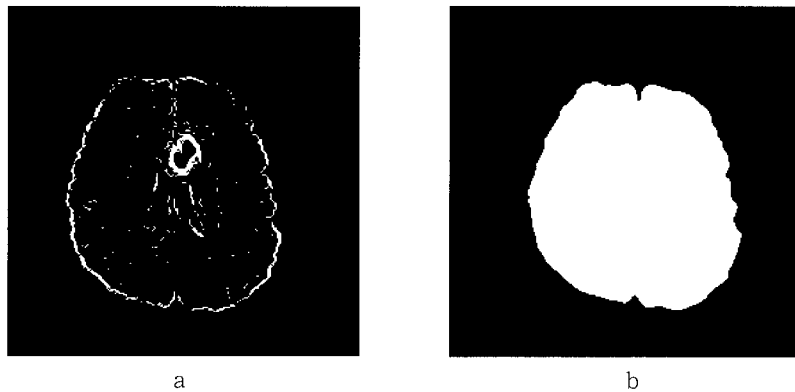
a. Edge detection of brain using Canny operation in DWI
